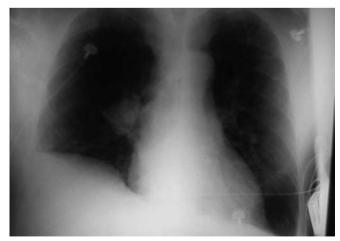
Radiografia de tórax evidenciando hiperinsuflação pulmonar, elevação de cúpula frênica direita (lobectomia prévia por nódulo pulmonar benigno) e massa hilar calcificada também à direita.
